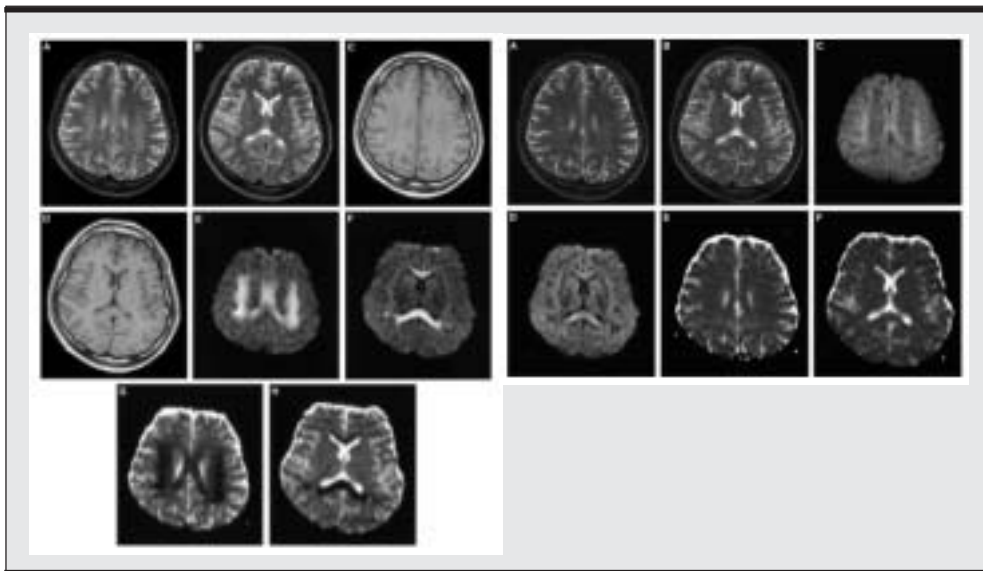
RM en T2 dos horas después de leucoencefalopatía por 5-FU. Se observa hiperintensidad en sustancia blanca bilateral y en la rodilla y esplenio del cuerpo calloso (Fig A y B DERECHA) con hipointensidades en T1. En la imagen de la izquierda control dos meses después muestra marcada disminución de los hallazgos en T1 y T2. Persistencia leve en sustancia blanca y cuerpo calloso. (Modificado de Acta Neurol Escand 2002; 106: 379-386).
